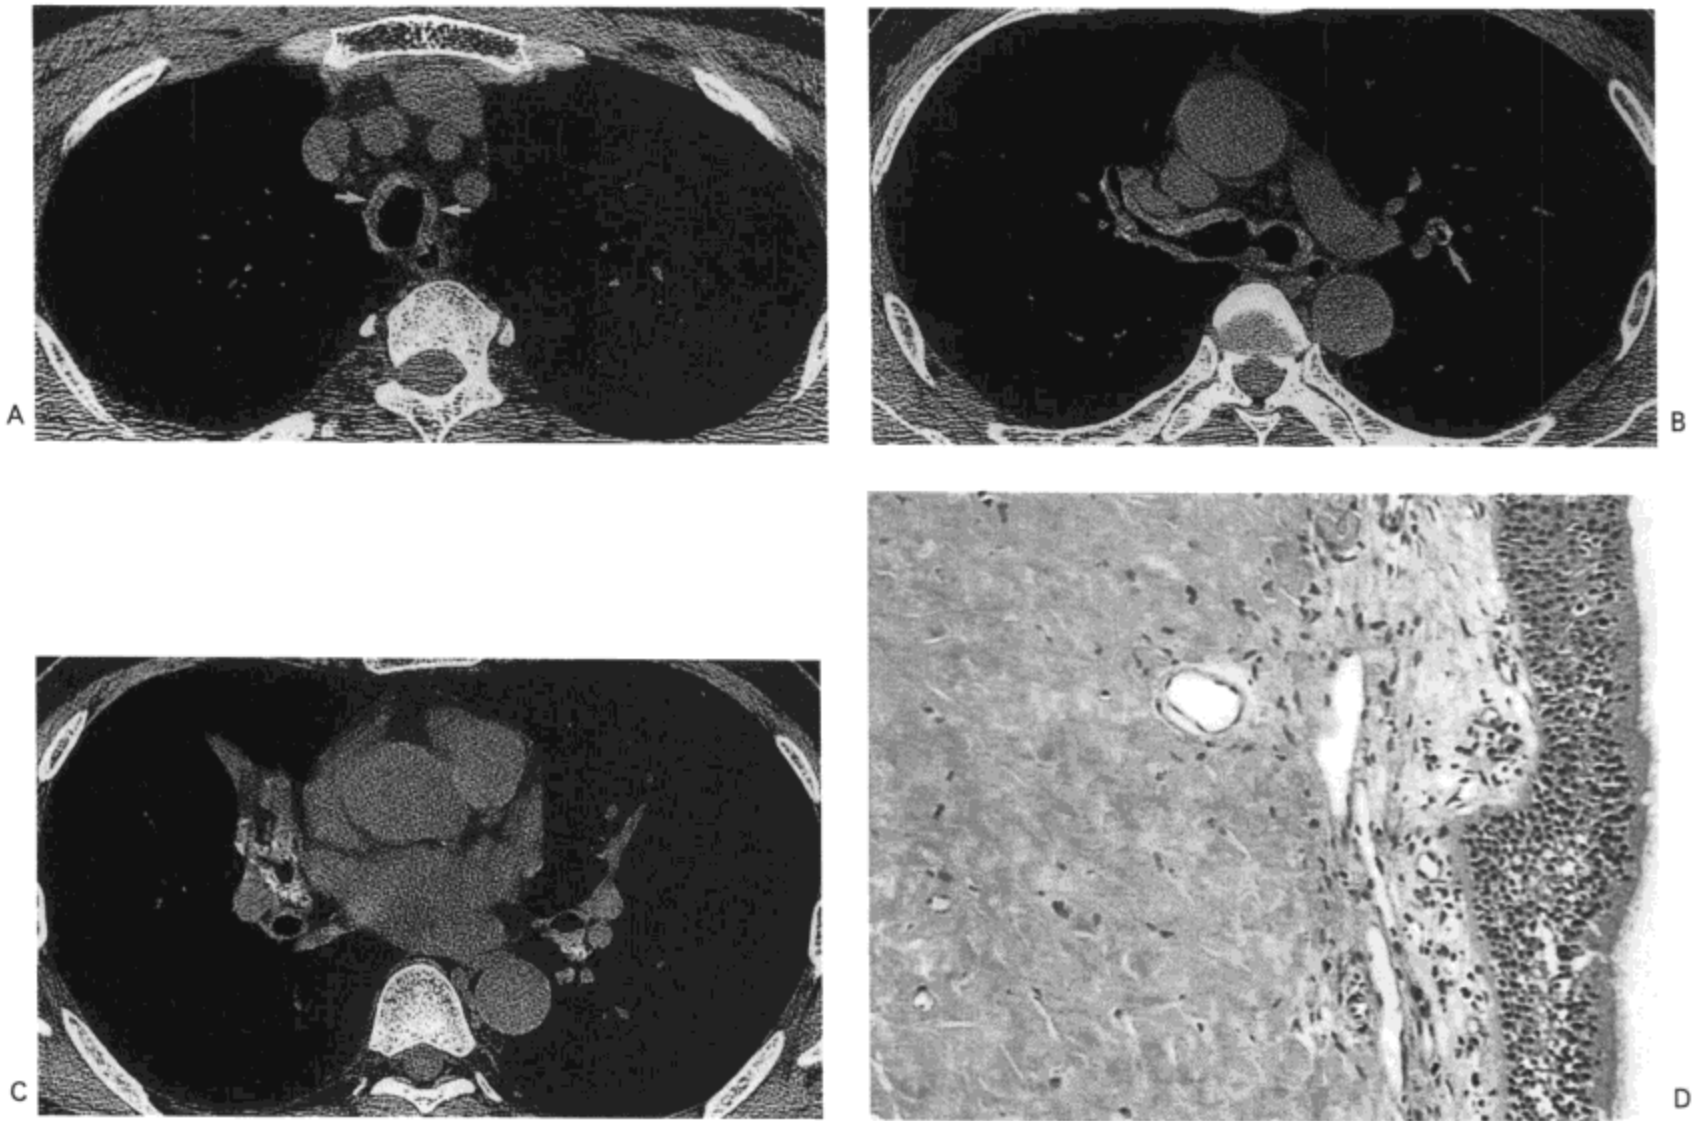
气管支气管淀粉样变性。A: 大血管水平CT影像(3mm层厚)示气管壁环形狭窄(箭号)伴一些钙化斑。B: 主支气管水平影像示环形支气管壁狭窄伴钙化灶。同时注意左肺上叶段支气管的受累(箭号)。C: 左心房水平影像示支气管壁增厚与右中叶支气管及左基底段支气管干内的钙化灶。中叶肺不张也很明显。D: 气管镜活检标本光镜显微照像示黏膜内无形态的嗜酸性物质。表面的上皮完整。(×40。)病人为一54岁男性。
